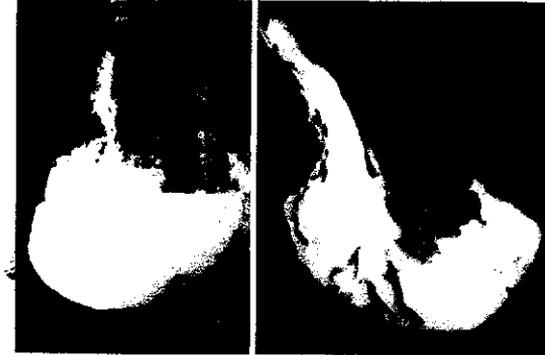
図6は胃前庭部の分化型進行癌の症例で、CTでは#4、#6、#8aのリンパ節が腫瘍と一塊となって脾頭部に浸潤し、さらに、リンパ節転移が門脈臍部まで
